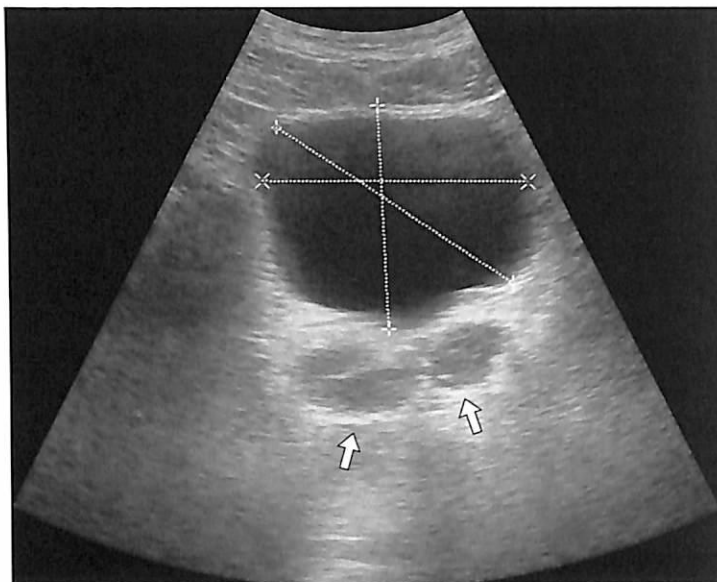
Нормальные семенные пузырьки при трансабдоминальном УЗИ представлены гипоэхогенной подковообразной или овальной вытянутой структурой средней эхогенности (стрелки).
